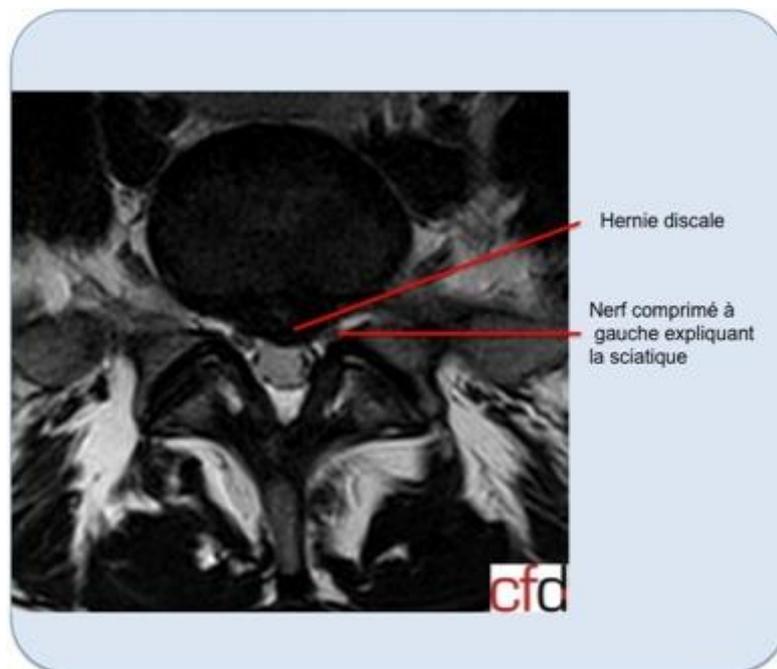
aspect IRM d'une hernie discale expliquant une sciatique
